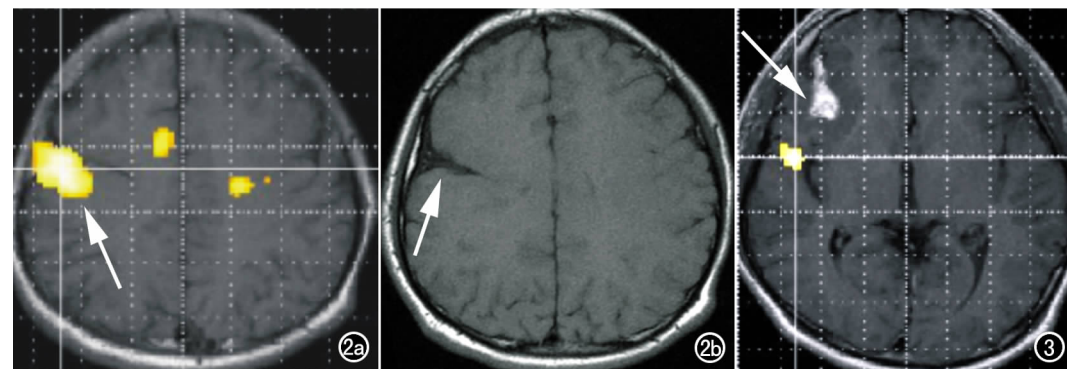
患者 2 的 MRI 和 fMRI 结果。a) 功能像见右侧脑裂边缘异位灰质内出现明显的激活信号(箭); b) 同层面解剖像可见灰质异位(箭)。图 3 患者 3 的 fMRI 结果,功能像异位灰质内未见反应(箭),彩色区为左手对指运动后右侧激活信号的下部。
